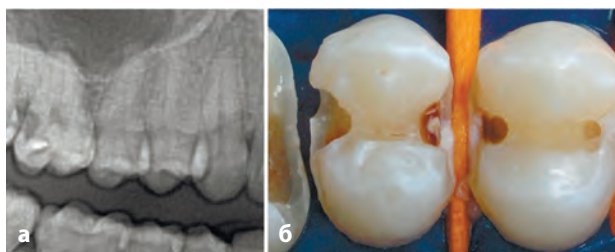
Скрытые кариозные поражения в области контактных поверхностей премоляров: а) наложение теней зубов друг на друга затрудняет рентгенологическую диагностику кариеса (фрагмент ортопантограммы); б) премоляры на этапе препарирования: обширные кариозные полости, которые не видны на рентгеновском снимке
